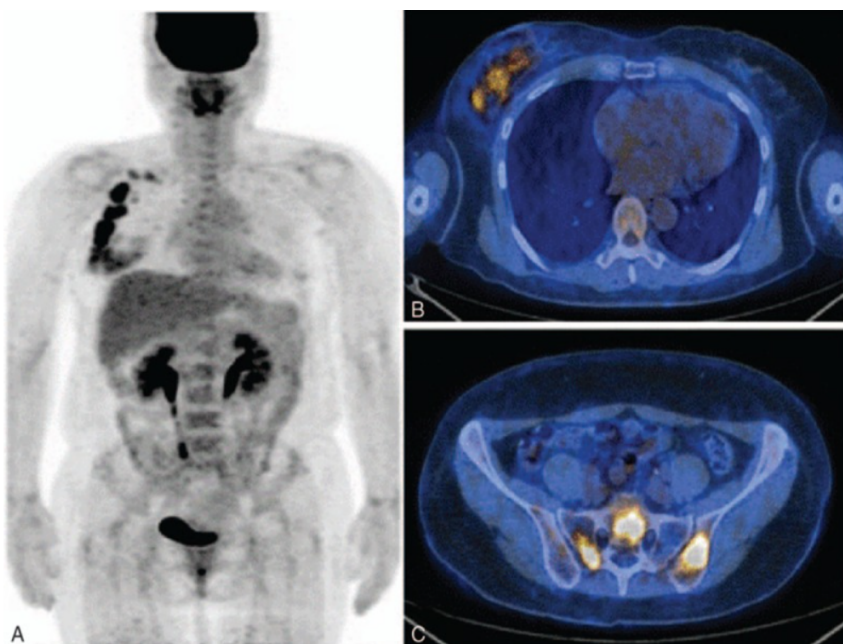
Imagens representativas de PET/TC de paciente feminina de 51 anos com câncer de mama não ávido por FDG e recidiva metastática para o osso. (A) Projeção e (B) imagens transaxiais mostram câncer de mama direita com envolvimento de linfonodos axilares ipsilaterais. O tumor primário tinha um SUVmax de 4,5 e foi categorizado como FDG não ávido (SUVmax <10,1). A paciente foi submetida a mastectomia com dissecação de linfonodos axilares, quimioterapia e radioterapia. (C) Acompanhamento por PET/TC FDG 19 meses após o tratamento final revelou metástase para ossos íliaco e sacrais.
